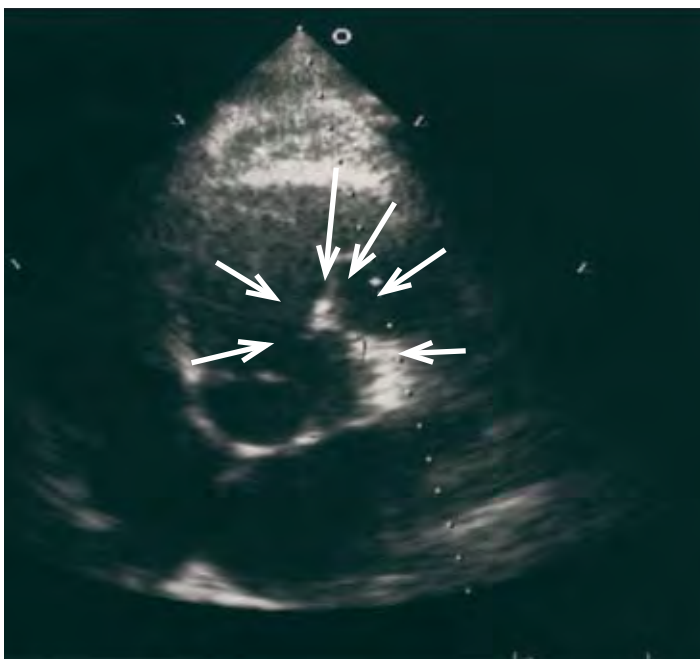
et 1b): image échocardiographique en vue parasternale petit axe; on reconnaît au centre de la figure la racine de l'aorte avec les bords libres des trois feuillets de la valve aortique, les sinus de Valsalva gauche et non coronarien normaux, et un important anévrisme du sinus de Valsalva droit (flèche).
